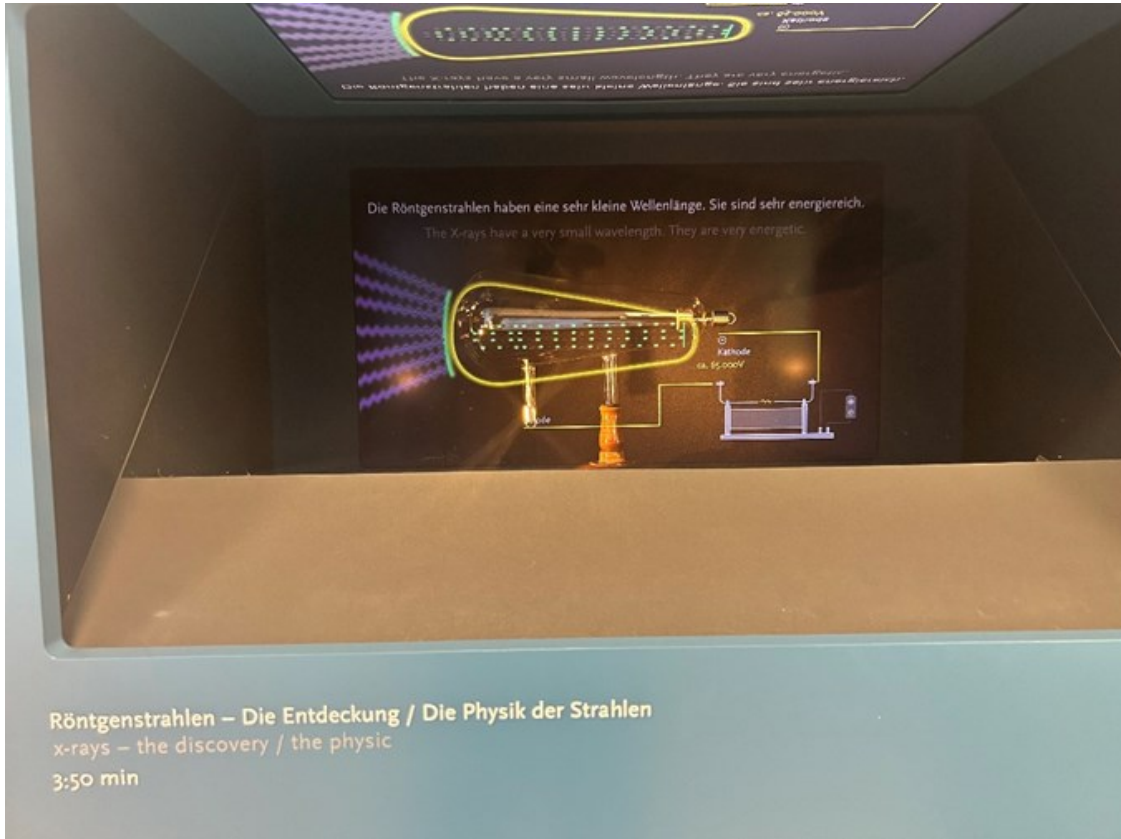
W.C. Röntgen çalışmalarını ve hayatını hakkında bilgi veren kısa film izleme bölümü.
